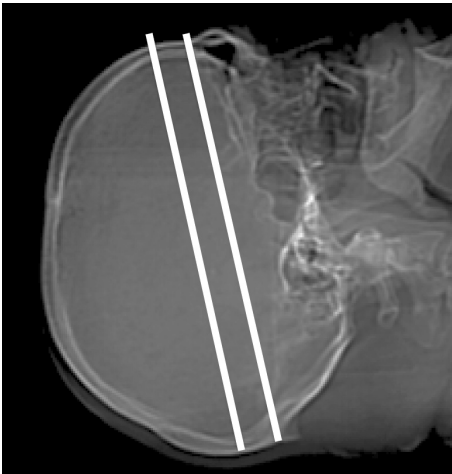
КТ-перфузиография проводится на уровне базальных ганглиев. На этом уровне одновременно могут быть визуализированы сосудистые территории передней, средней и задней мозговых артерий.
